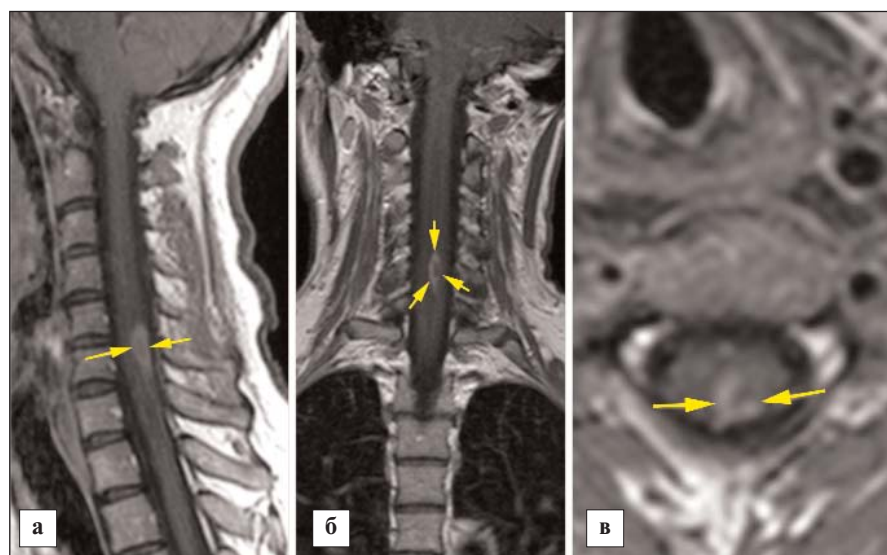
Пациентка Л., 42 лет. МРТ шейного отдела спинного мозга от 04.09.2020 в режиме T1 после введения контрастного вещества в сагиттальной (а), корональной (б) и аксиальной (в) плоскостях. Интрамедуллярно, в центральных и задних отделах спинного мозга на уровне C_{VI} определяется очаг демиелинизации, кольцевидно накапливающий контрастное вещество (стрелки)
